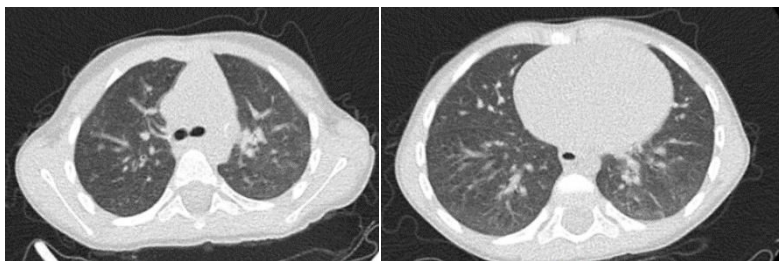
Tomografia computerizată a toracei
